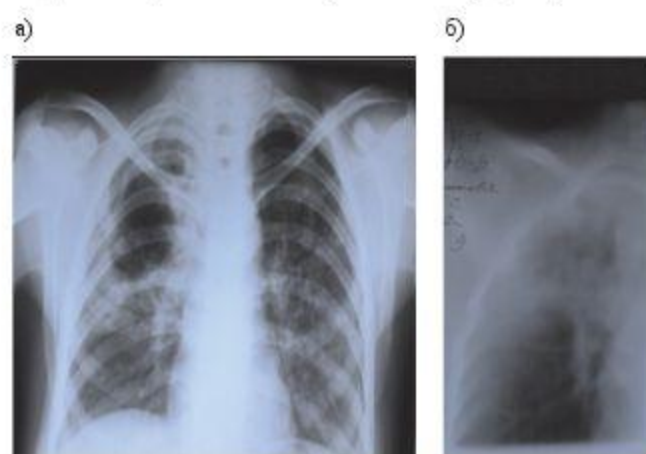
а) на рентгенограмме легких неоднородное затемнение верхней доли правого легкого с четкой нижней границей (лобит), с гигантской раздутой полостью и очагами обсеменения обоих легких, б) на томограмме (слой 9 см) определяется четкая нижняя граница верхней доли правого легкого и увеличенные паратрахеальные лимфатические узлы справа
